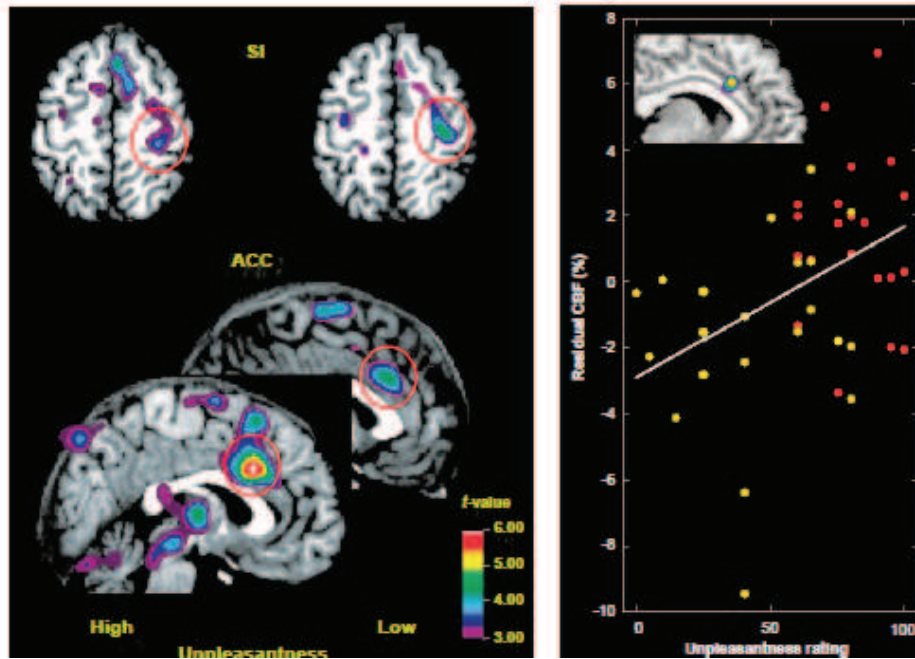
Changements de l'activité cérébrale associée à la suggestion hypnotique, étude PET et un sujet en IRM. L'activité du cortex cingulaire était positivement corrélé au niveau du caractère déplaisant perçu (Rainville et al., 1997).
